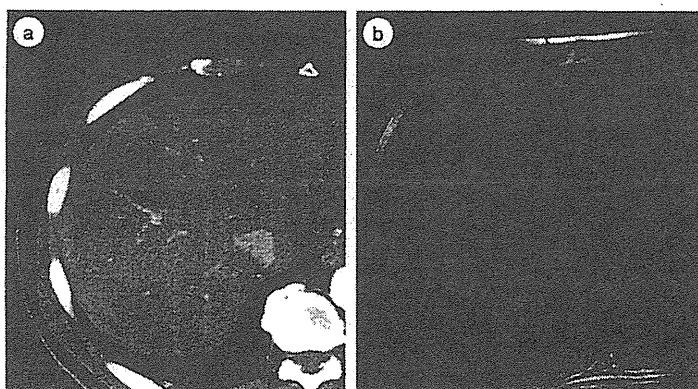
◆ 境界病変との鑑別が困難である症例に対するGd-EOB造影MRIの肝細胞相の重要性
